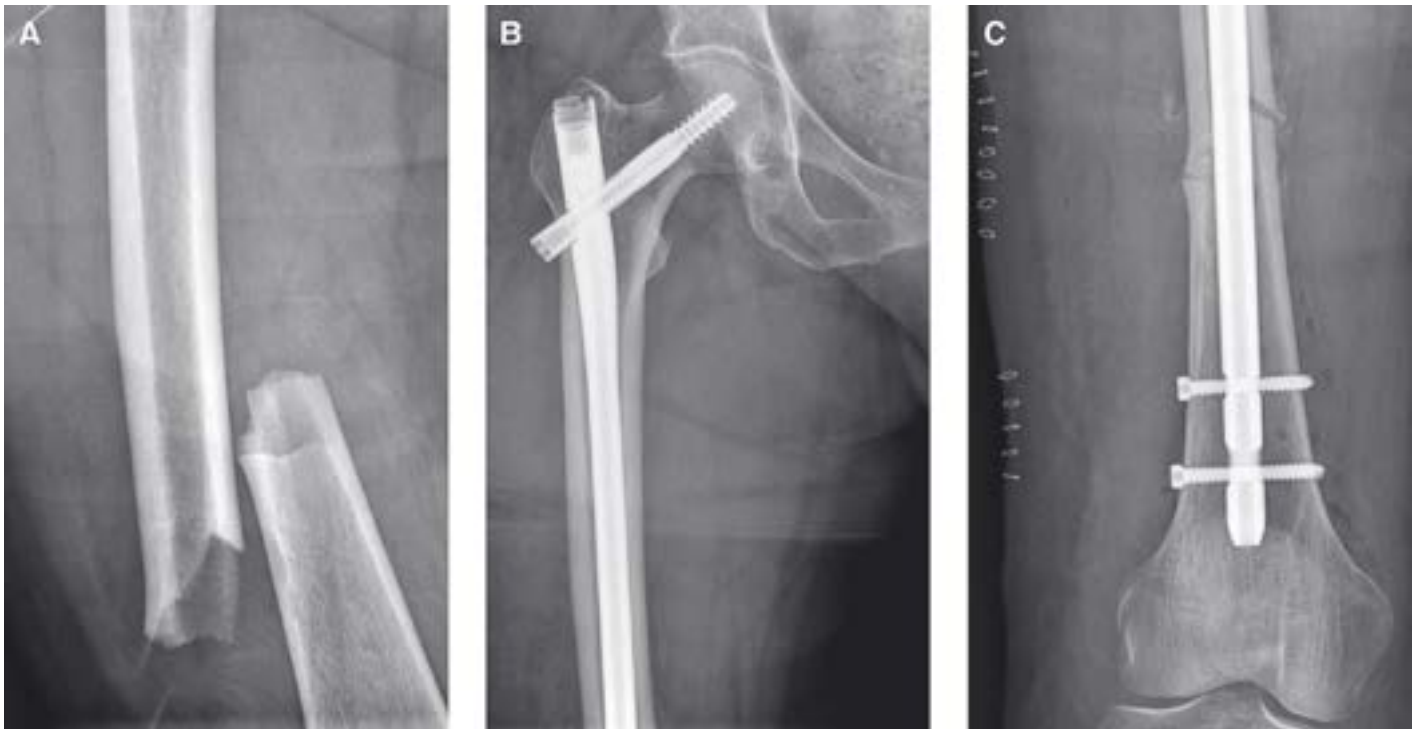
A) Röntgenaufnahme des rechten Femurs, anterior-posteriore Strahlengänge: atypische Femurfraktur mit Dislokation. B/C) Röntgenaufnahmen des rechten Femurs postoperativ, anterior-posteriore Strahlengänge: Gamma-Nagel-Implantation, proximales (B) und distales (C) Femur.
